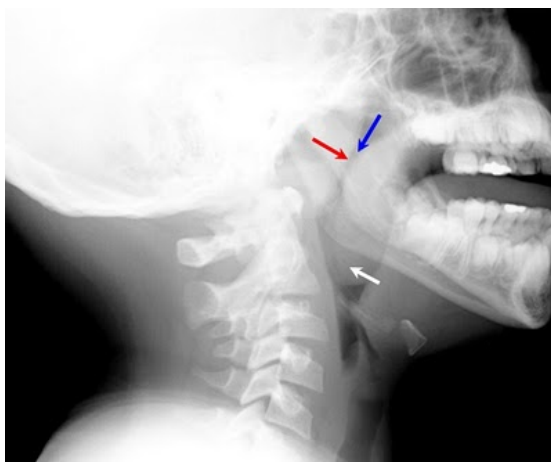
Radiografía de cavum. Obstrucción marcada por adenoiditis.⁷⁷
